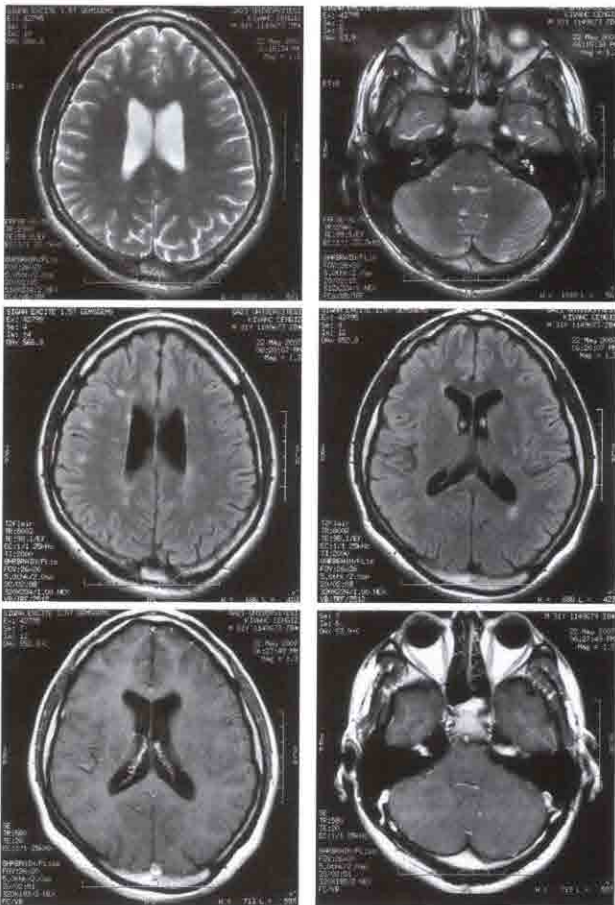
3个月后随访MRI图像脑桥中部左侧、右侧小脑半球、双侧白质和脑室上的髓鞘脱失斑块。T2和FLAIR相上未见新发病灶，T1相中未见造影增强
